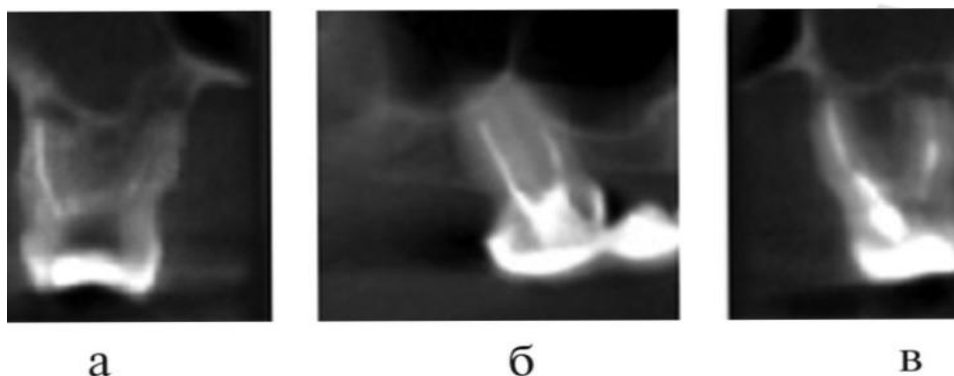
КТ: а – не запломбирован небный корень зуба 1.6; б – щечные корни зуба 1.7 запломбированы не на всем протяжении; в – неоднородное заполнение пломбировочным материалом корневого канала зуба 2.6
